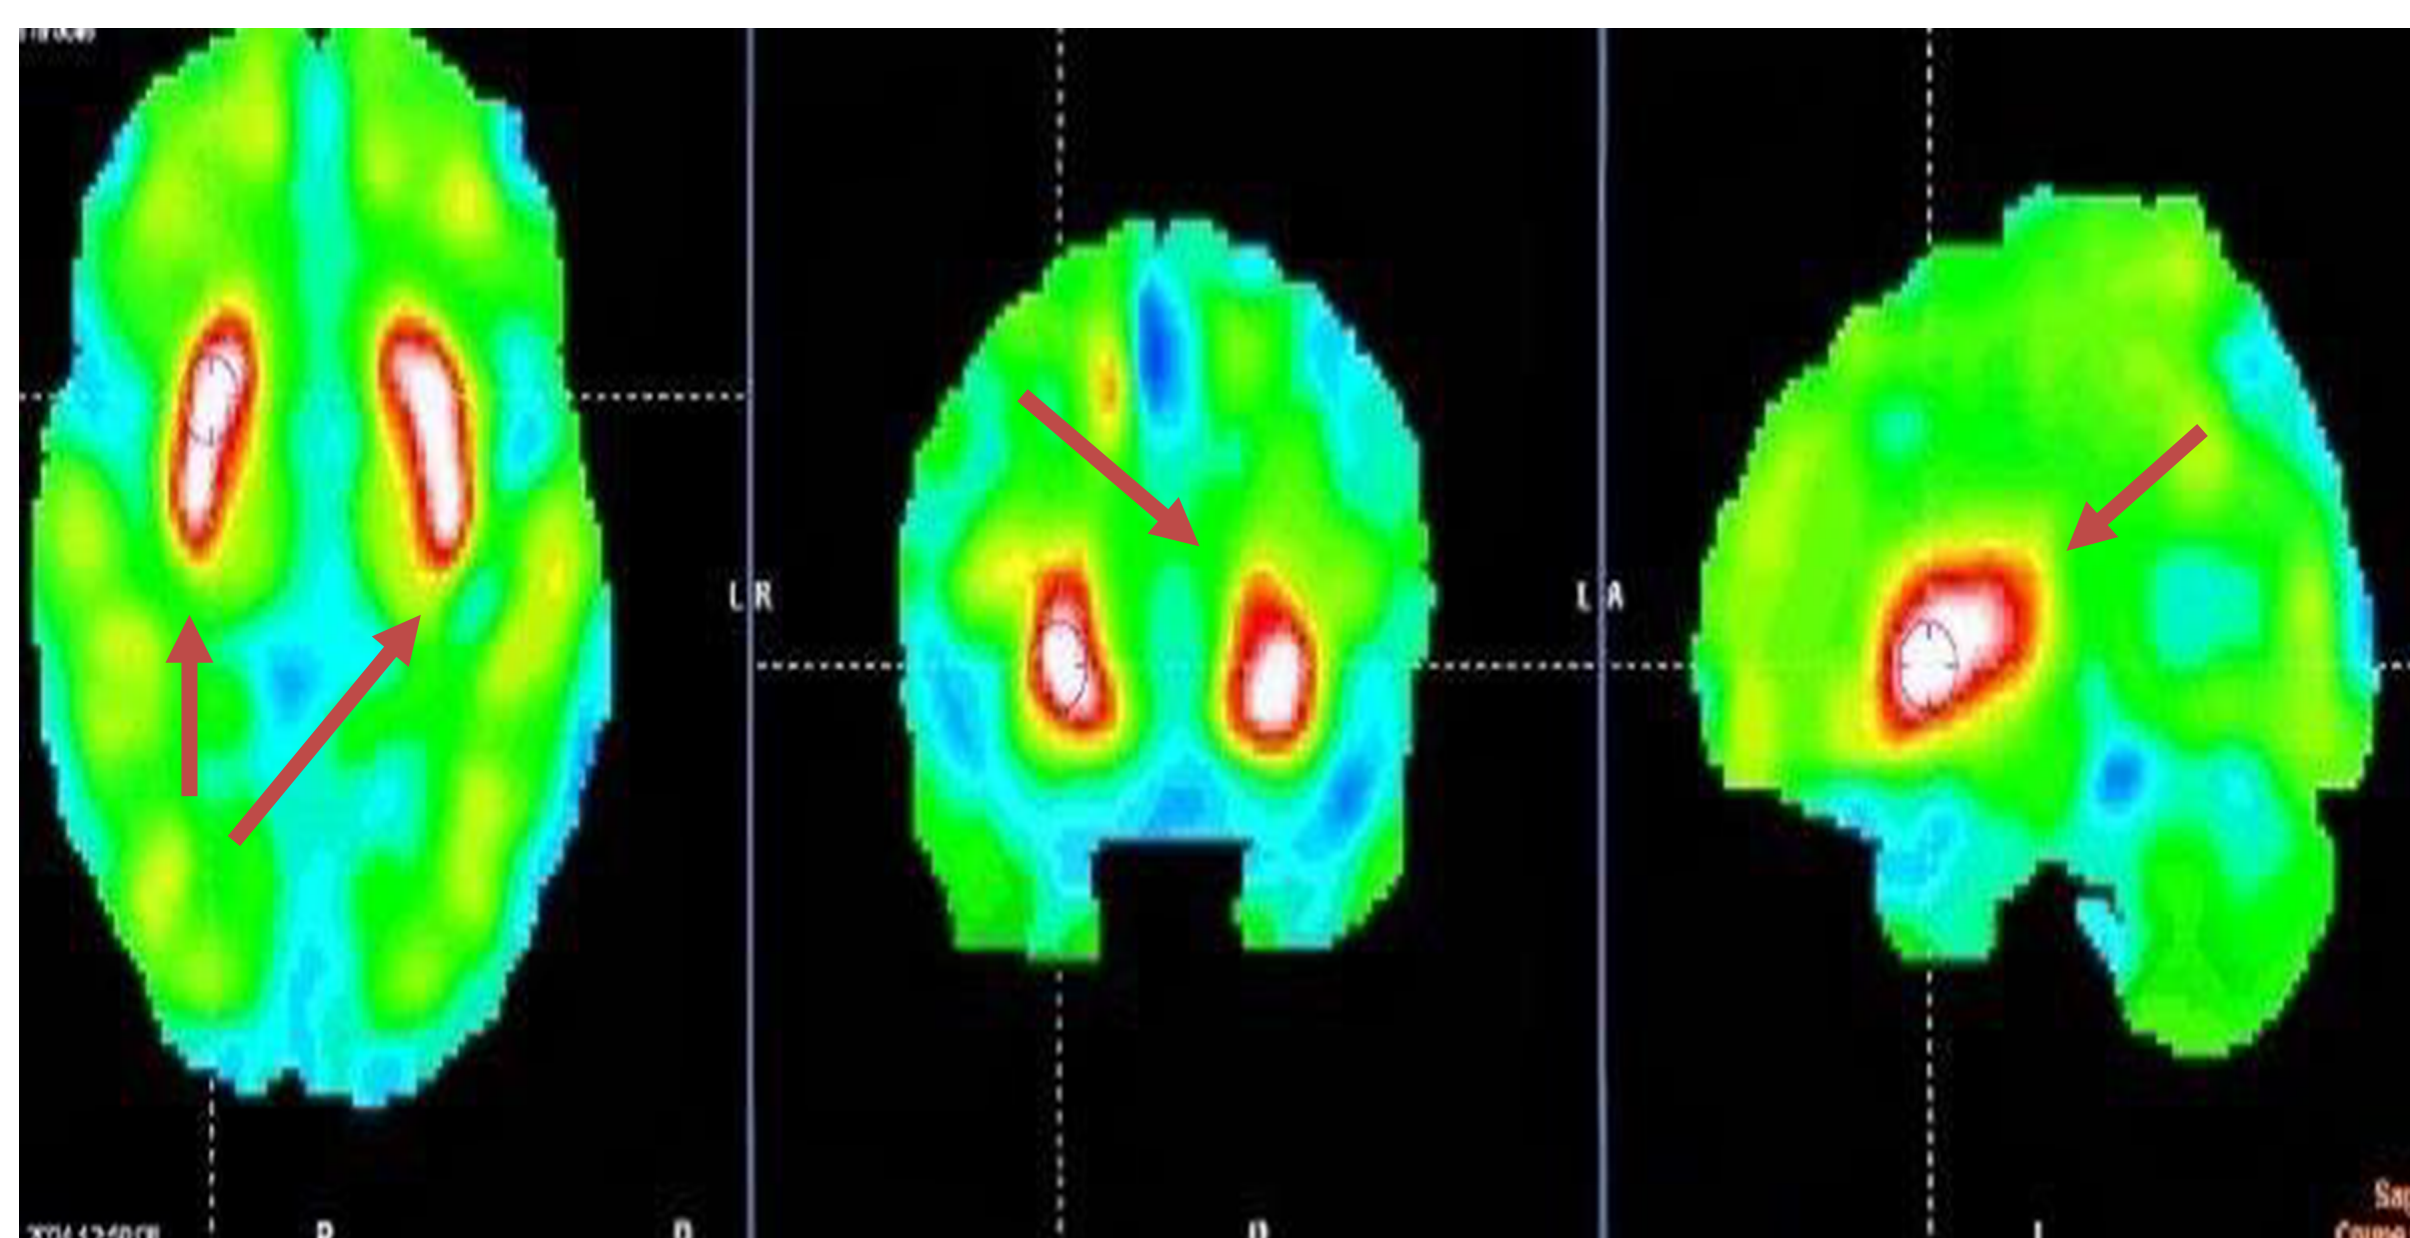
TEP-FDG cérébrale Hypermétabolisme striatal bialatérale (Images fournies par le Docteur Harache)
